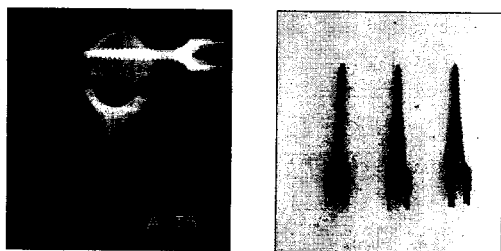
Radiographs of pedicle screw(A), Diapasons(B)
